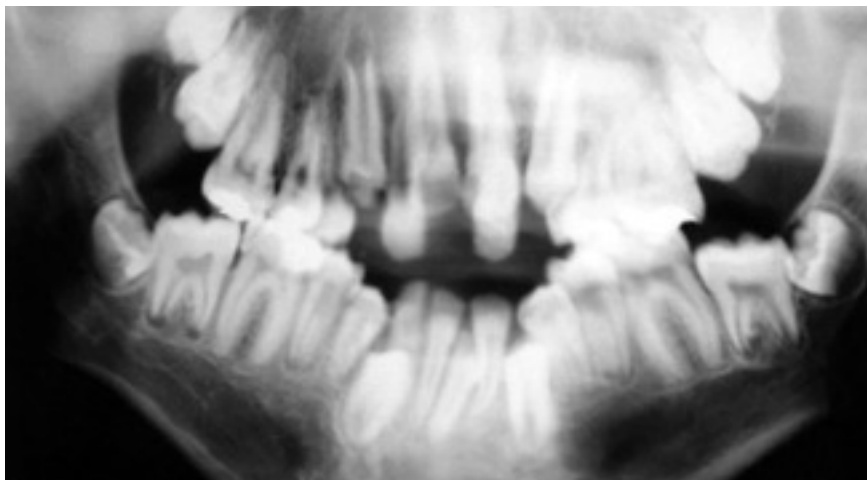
Radiografia panorâmica de um portador da síndrome de Crouzon, gênero masculino, cadastrado no HRAC-USP.
